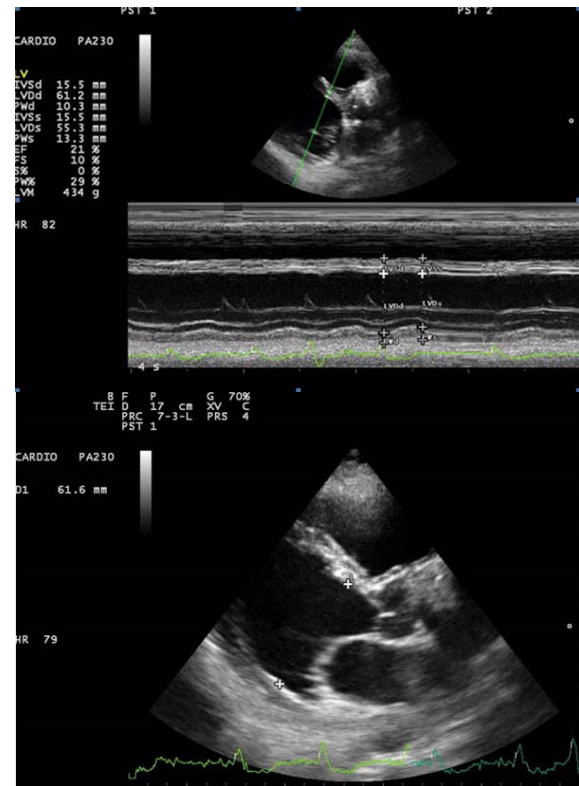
Parasternal long axis M-mode echocardiographic measurement before treatment. Figure 2. Parasternal long axis echocardiographic view before treatment.
